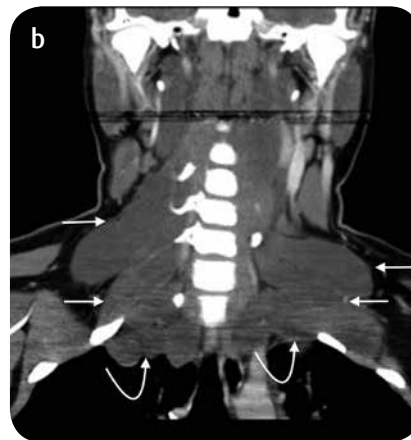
a) TC corte axial y b) reconstrucción coronal. Predominantemente, se aprecian masas de baja densidad y homogéneas, las cuales se extienden desde los agujeros de conjunción de los cuerpos vertebrales cervicales (flechas rectas) y a través del OT (flechas curvas), todo ellos relacionados con schwannomas en paciente con schwannomatosis.
